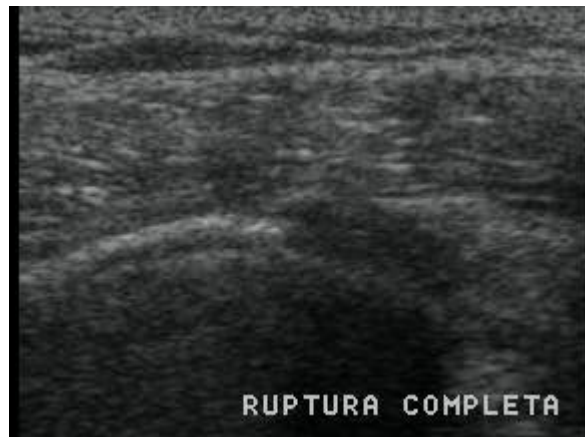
Ultrasonido que muestra el signo de la tuberosidad desnuda que corresponde a desgarro completo
